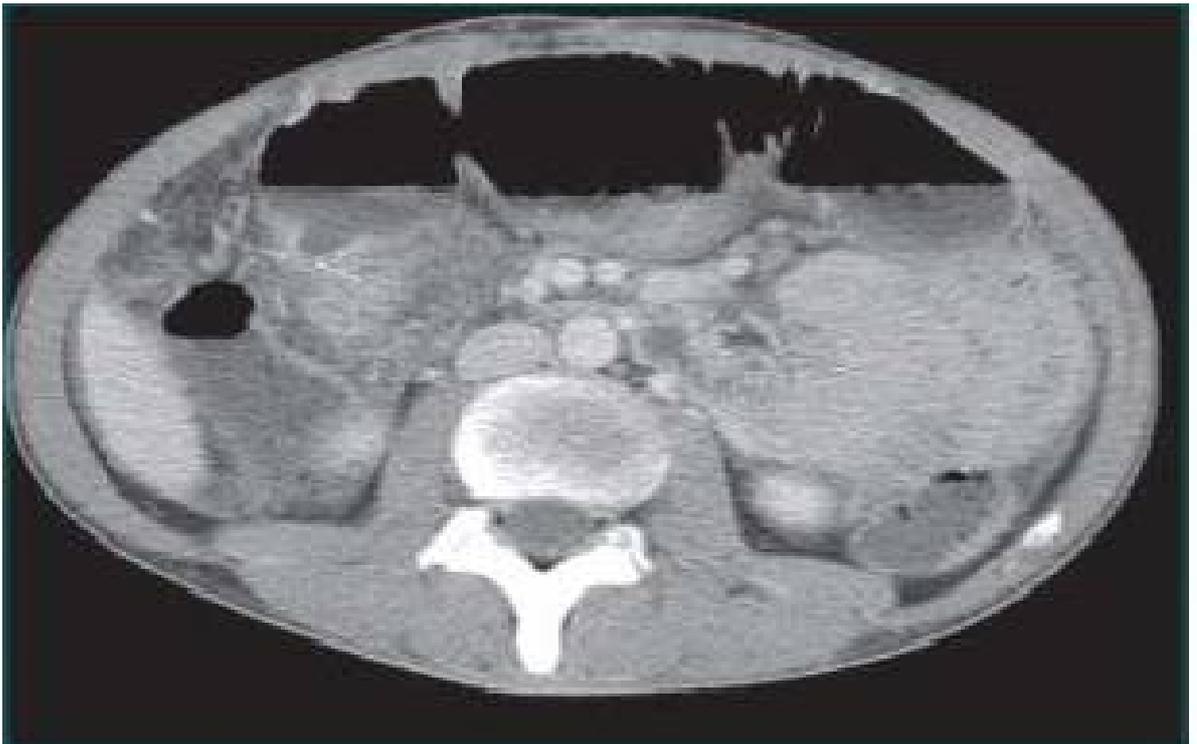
aspect radiologique (IRM) d'une maladie de Crohn de l'iléon terminal.
